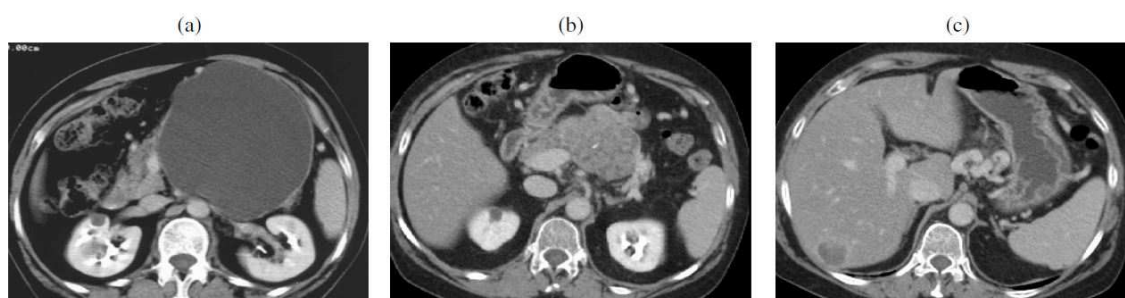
Donna di 55 anni con anamnesi negativa per pancreatiti. Neoplasia cistica mucinosa. (a) Alla TC è stata formulata una diagnosi di "pseudocisti" ed è stata trattata con cisto-entero anastomosi. 13 anni dopo possono essere apprezzate una massa solida (b) e metastasi epatiche (c).
